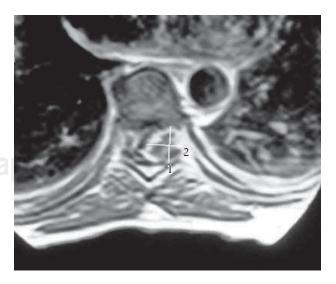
Imágenes de resonancia magnética a nivel de T7 donde se observa la goma sifilítica comprimiendo hacia la derecha el tejido medular, así como su realce heterogéneo y predominantemente anular.
